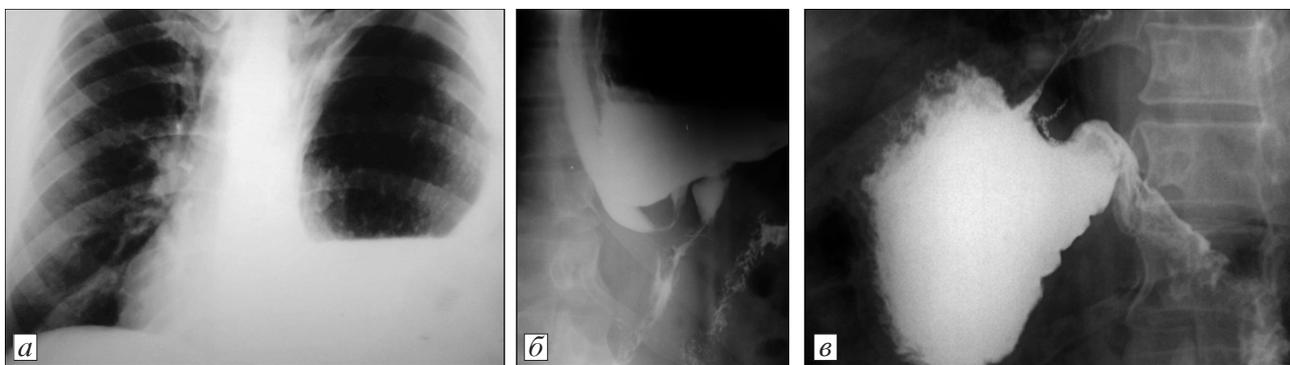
Рентгенограммы пациента П., 44 года. Объяснение в тексте.
